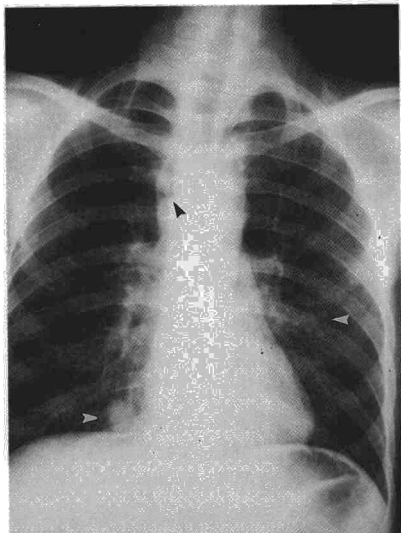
Radiografía de tórax de un paciente con SIDA, TB pulmonar y neumomediastino. Las flechas señalan el patrón granular bilateral, un nódulo en lóbulo inferior derecho y nivel hidroaéreo paracardial derecho (neumomediastino).
